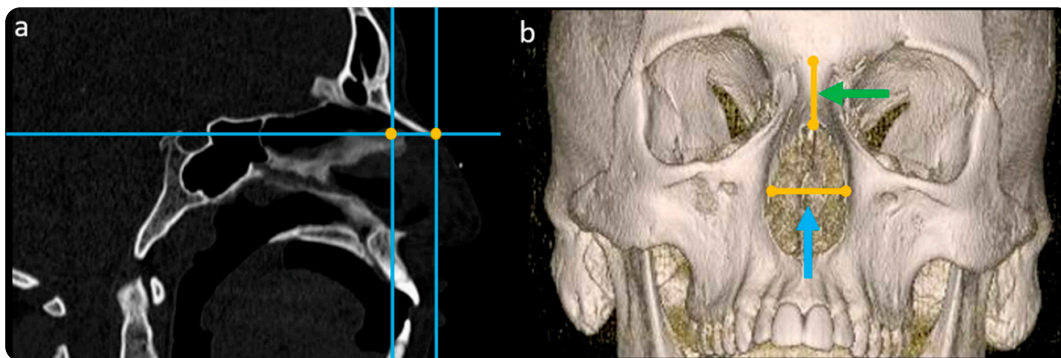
a) Reconstrucción sagital por TC facial que ilustra la distancia entre los puntos correspondientes a la proyección rinion-nasal; b) Reconstrucción facial 3D. La distancia entre los puntos corresponde a la longitud del hueso nasal (flecha verde) y el ancho de la apertura piriforme (flecha azul).
